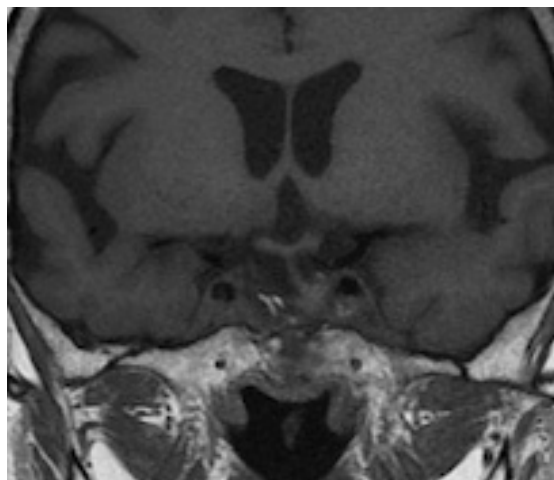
RM de sela do indivíduo II.1. Imagem ponderada em T1 mostrando desvio de haste para a esquerda, sem sinais de recidiva.
